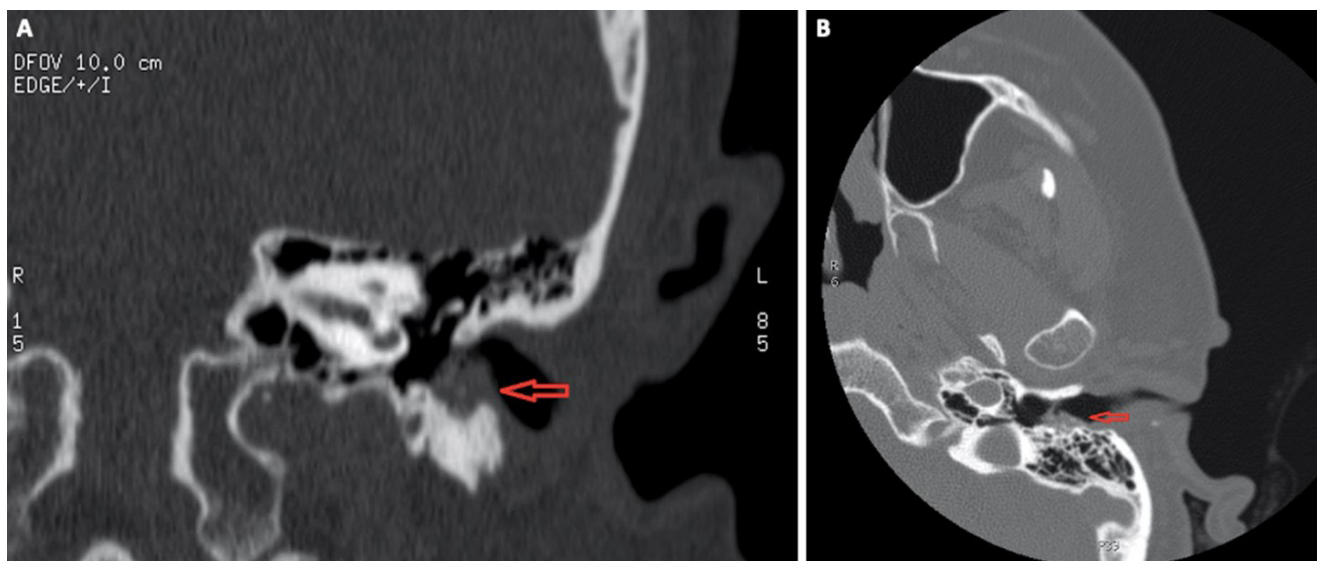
TC de oído izquierdo, corte coronal A, corte axial B, correspondiente al caso 1. Se observa erosión de la pared inferior del CAE con ocupación de partes blandas que ocluyen la luz del CAE, hallazgos sugestivos de CCAE (flecha roja).
